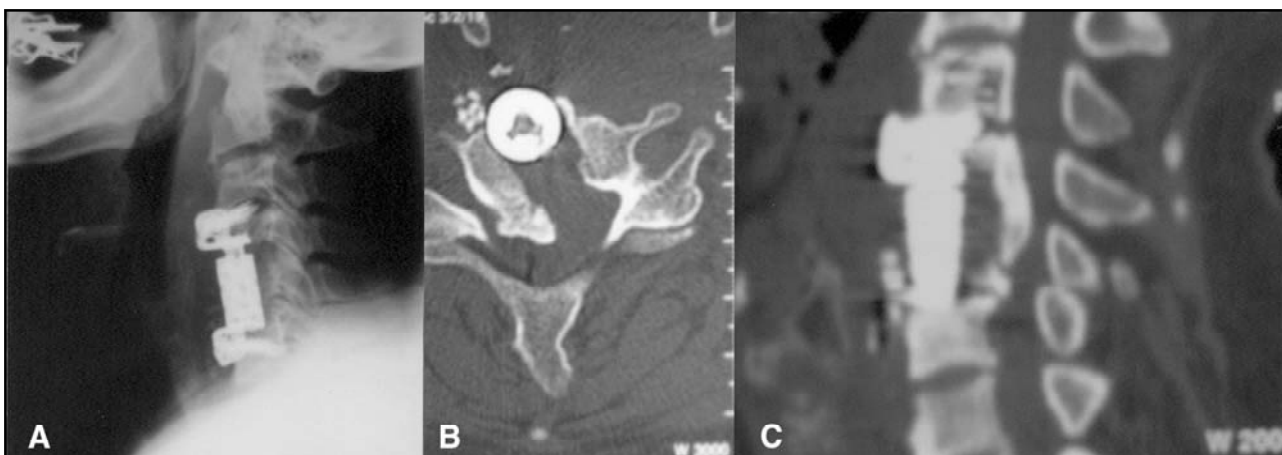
Radiografia (A) e tomografia computadorizada de coluna cervical (B), com reconstrução sagital (C), mostrando descompressão no canal raquiano e presença de espaçador (*fuser*) com parafusos acoplados.
